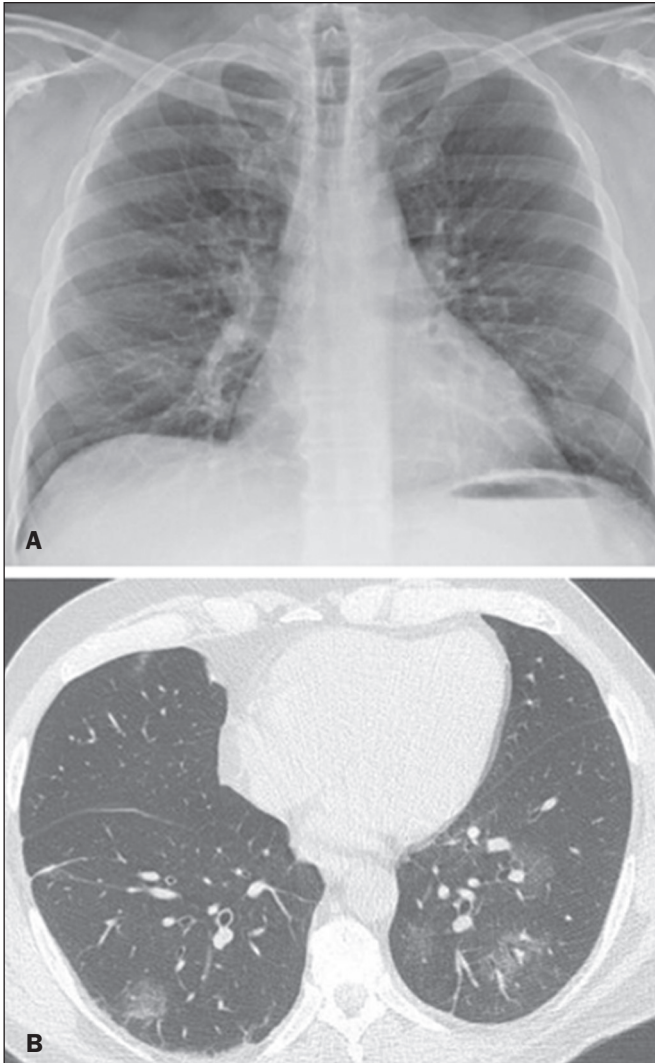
Paciente do sexo masculino, 35 anos. Radiografia de tórax (A) na incidência posteroanterior não mostra alterações pulmonares. TCMD (B) do mesmo dia demonstra opacidades com atenuação em vidro fosco nos lobos inferiores. RT-PCR positivo para SARS-CoV-2.
